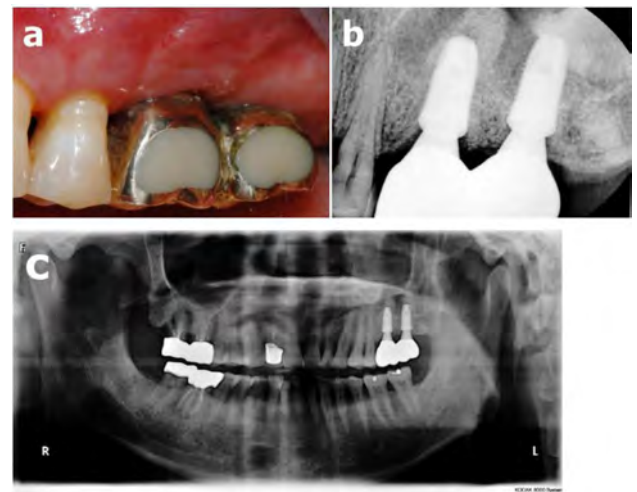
2 years post-operative images. (a) Clinical photograph. (b) Periapical radiograph. (c) Panoramic radiograph.
